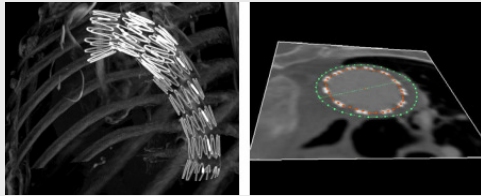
Postoperative CT-Aufnahme von einem Stent zur Behandlung eines thorakalen Aortenaneurysmas (links). Innere und äußere Kontur und maximaler Durchmesser eines Aneurysmas in einer CT-Schicht (rechts).
